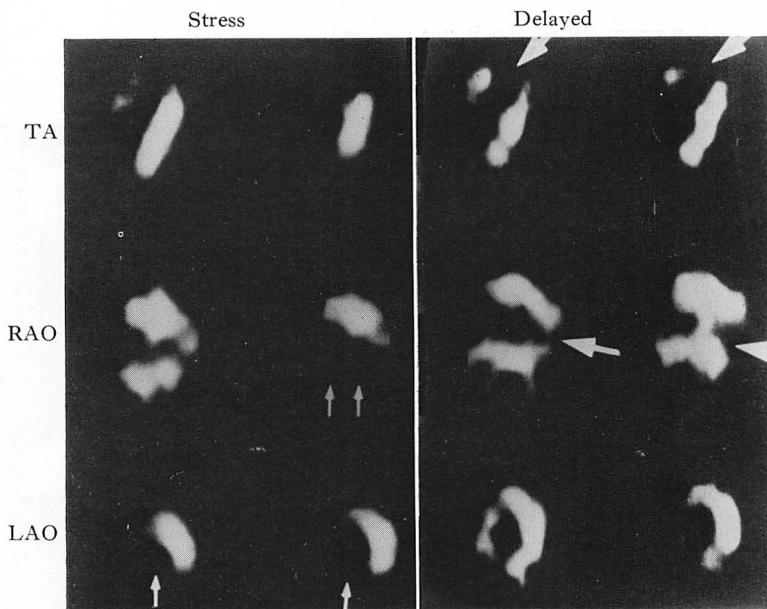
SPECT images (Case 2).
